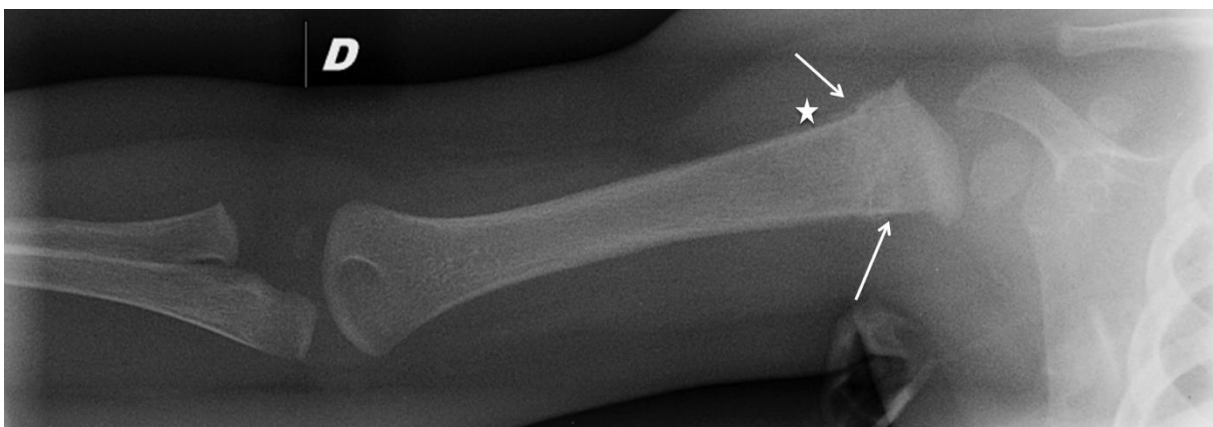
Radiographie du membre supérieur droit objectivant un arrachement métaphysaire de l'extrémité proximale de l'humérus droit (flèches blanches) associé à des appositions périostées pluri-lamellaires en regard (étoile blanche).
